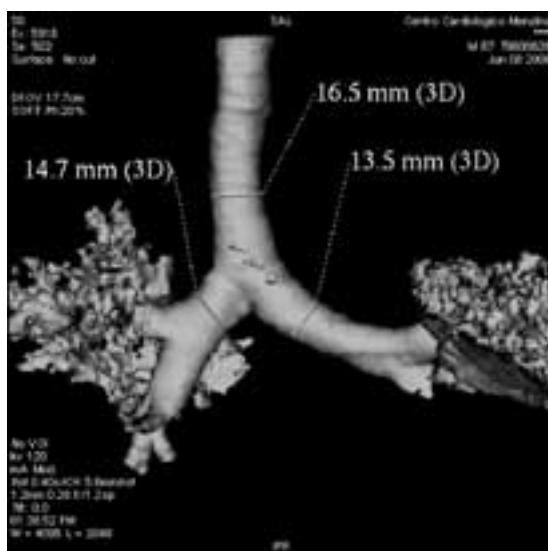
Immagine TAC con ricostruzione tridimensionale dell'albero tracheobronchiale e misura diretta dei diametri della trachea e dei bronchi principali.
